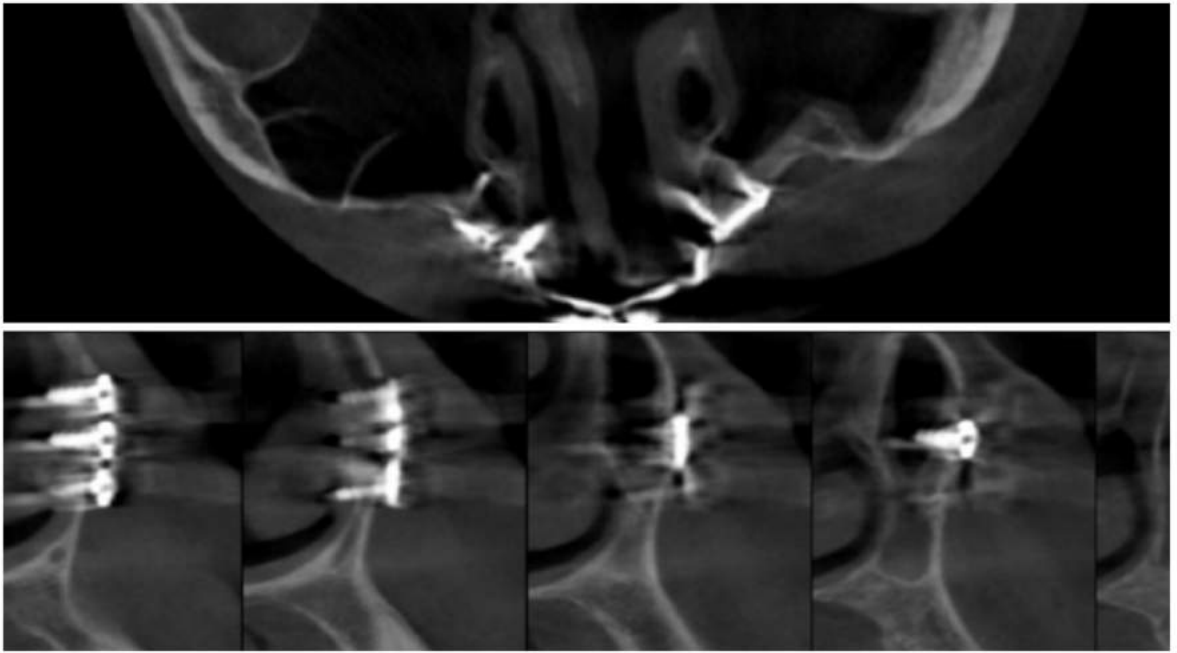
Рентгенологическая стабильность остеофиксированного пластиночного имплантата в области наружного носа в разных аксиальной и коронарной плоскостях срезах.
